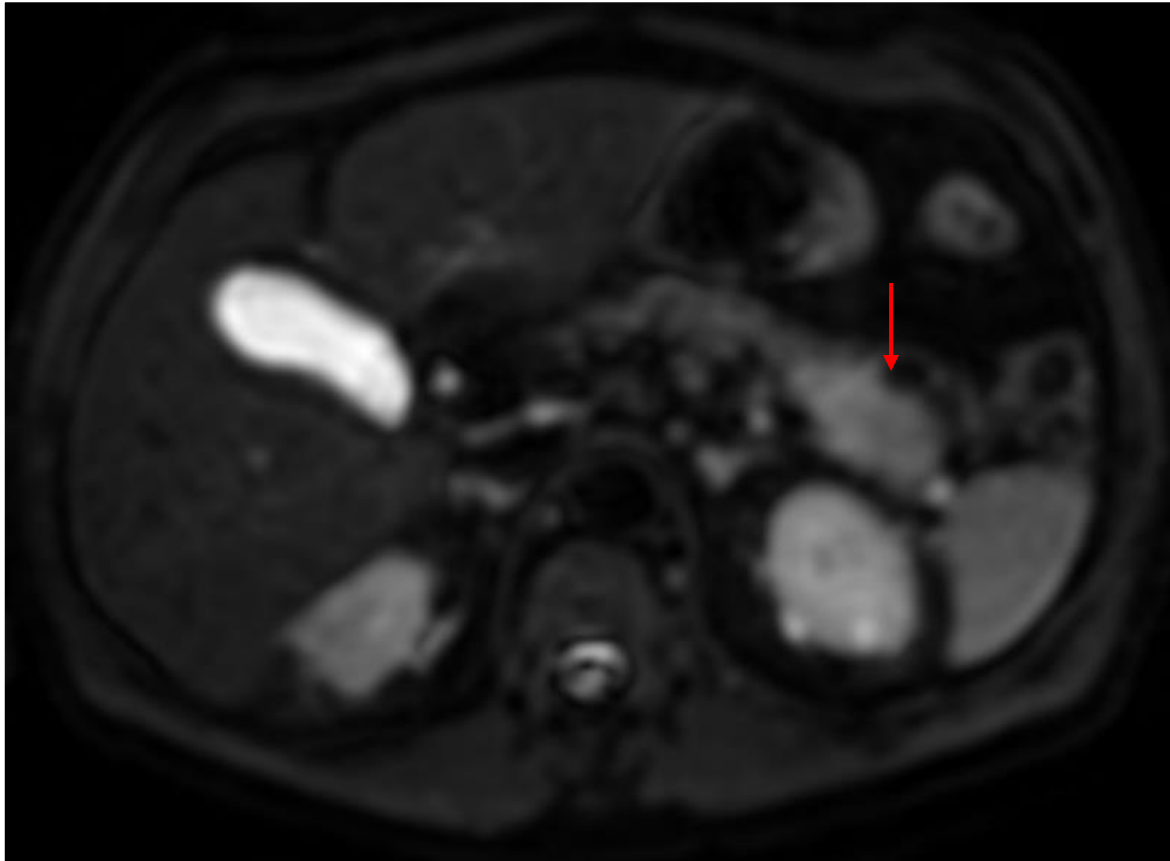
RM secuencia difusión
